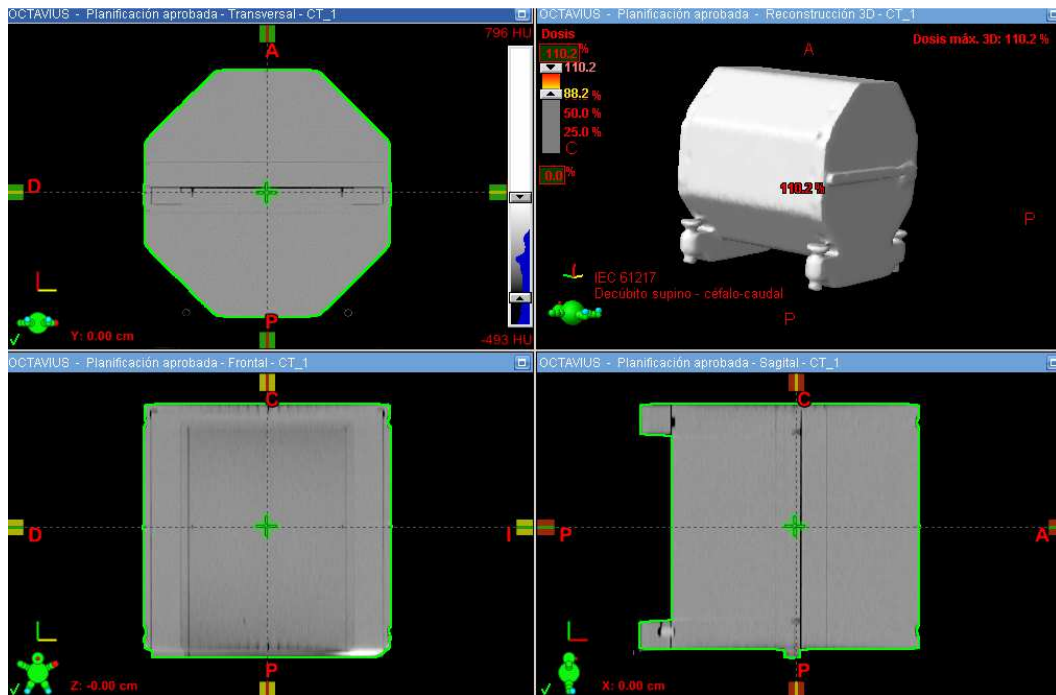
Maniquí Octavius TC visto en el sistema de planificación de tratamiento Eclipse v10.0 (Varian Medical System, California, EEUU)
